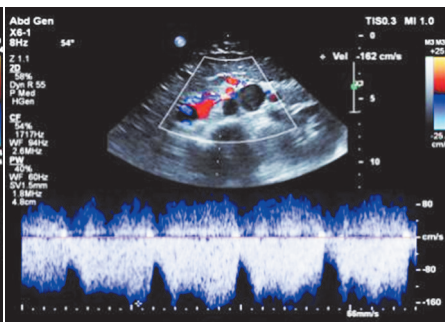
彩色多普勒超声示夹角间峰值流速 171 cm/s
